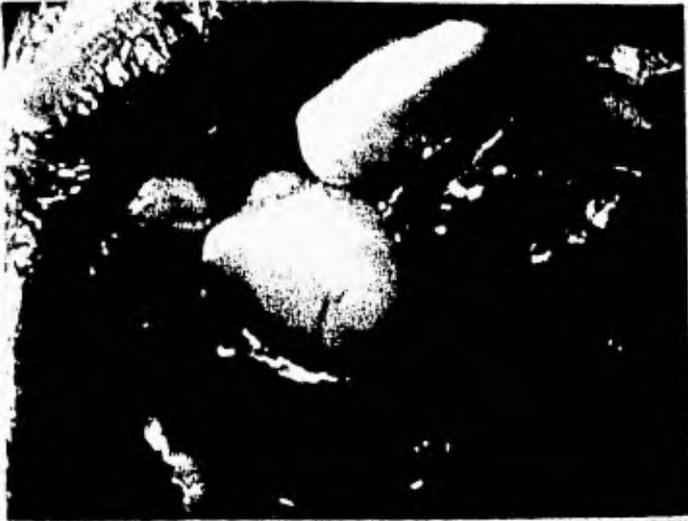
Paciente masculino de ocho años de edad que presenta un mesiodens localizado por el paladar. a) Vista frontal, b) Radiografía oclusal donde observamos la disposición del diente supernumerario. (flecha)
